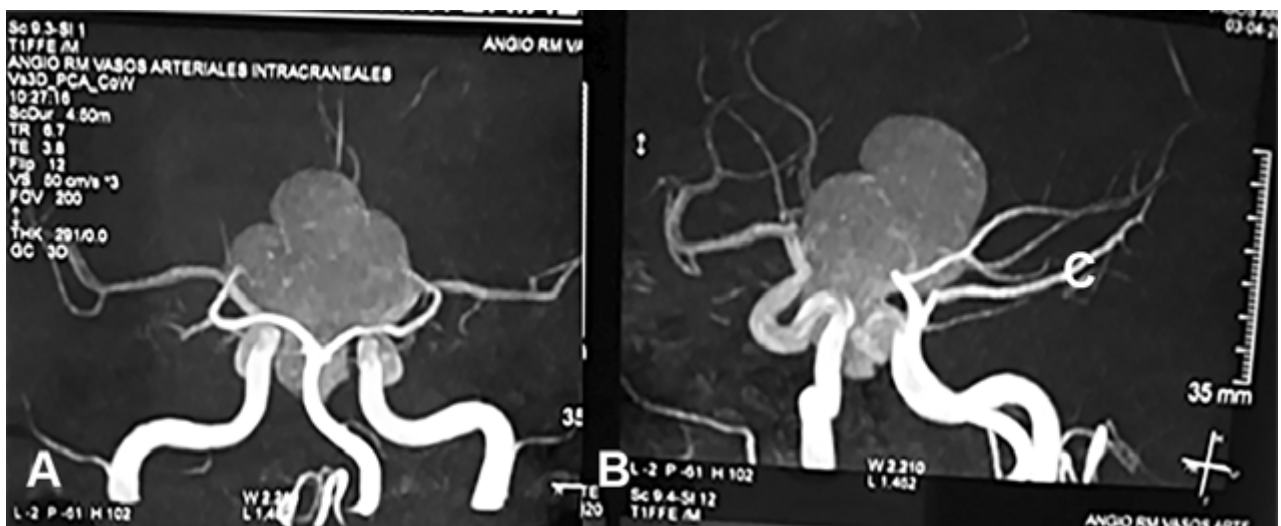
RM en secuencia de angioresonancia a) proyección coronal posterior, observándose arterias cerebrales posteriores circunscribiendo la lesión b) proyección oblicua izquierda y su relación con arterias carótidas y ramas de bifurcación.
